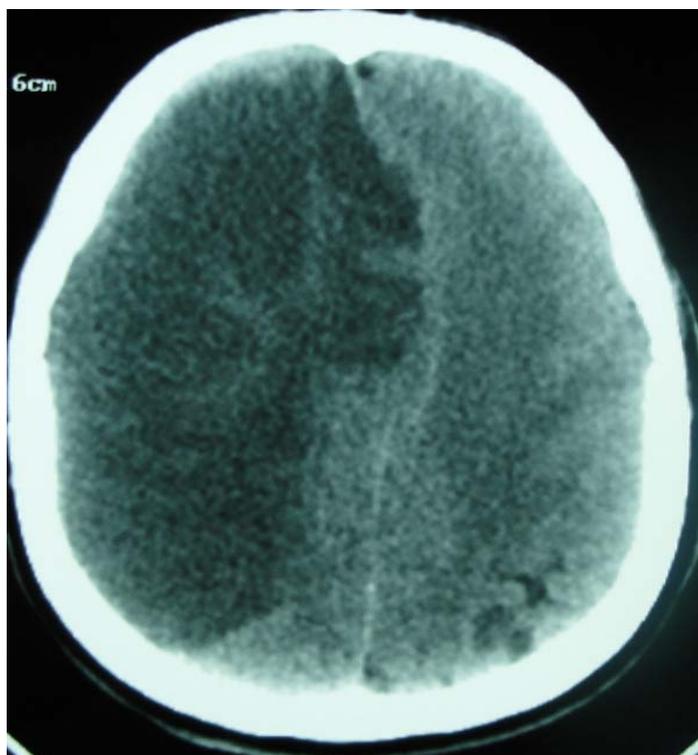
TDM cérébrale montrant un AVCi sylvien étendu droit
